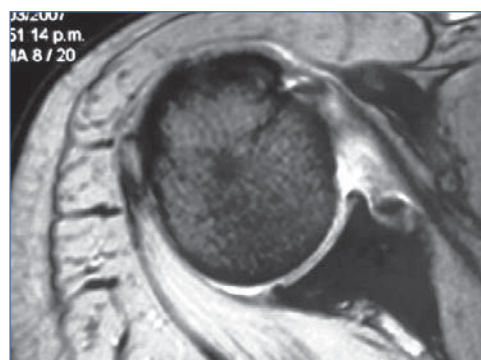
Resonancia magnética en la que se aprecia un adelgazamiento de las fibras del tendón del subescapular cerca de su inserción.
